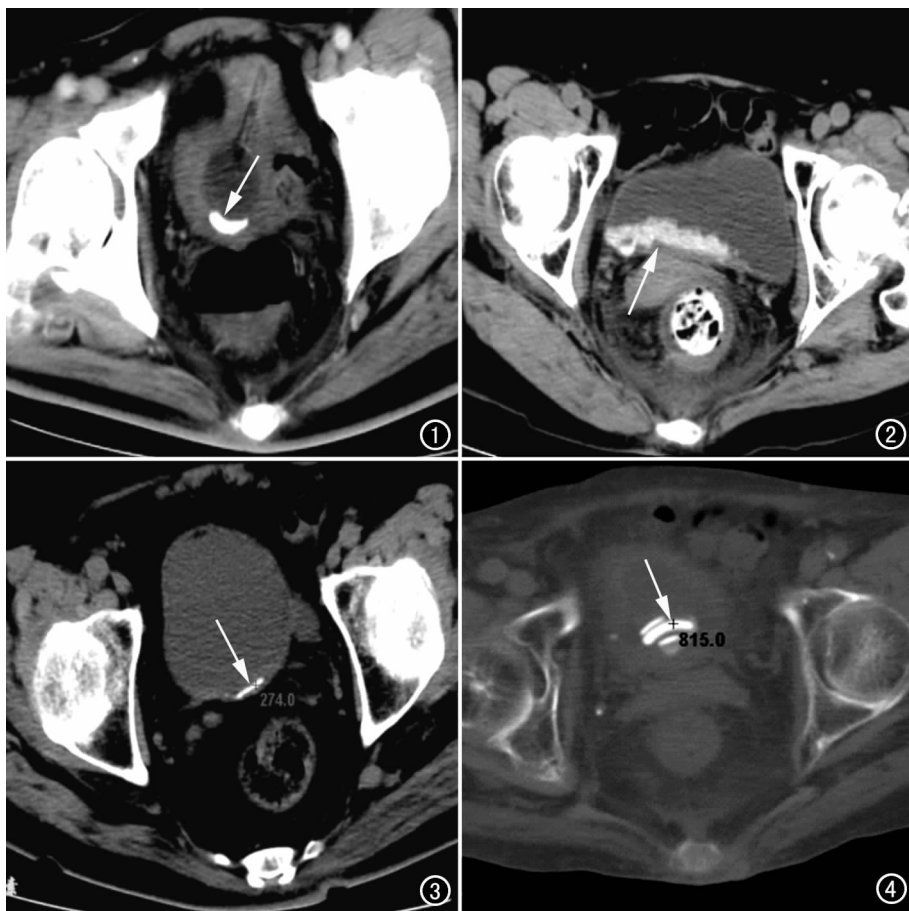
男, 86 岁, 脑梗死后卧床 2 年, 长期留置导尿管, CT 平扫示膀胱后壁下新月形结石(箭)。图 2 女, 83 岁, 因股骨颈骨折卧床 10 个月, 多次膀胱炎发作, CT 平扫示膀胱右后壁下见飘带状结石(箭)。图 3 男, 87 岁, 脑出血后卧床 5 个月, CT 平扫示短线状结石(箭)。图 4 女, 82 岁, 脑出血后卧床 1 年余, 反复尿路感染, CT 平扫示膀胱后壁见多发弧形叠瓦状排列结石(箭)。
